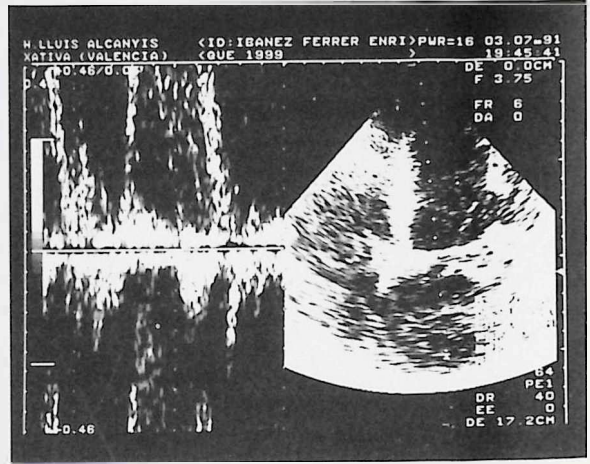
Registro de Doppler pulsado en la posición apical de cuatro cavidades situando el volumen de muestra en el techo de la aurícula izquierda. A dicho nivel se detecta una turbulencia holosistólica por insuficiencia mitral severa.
